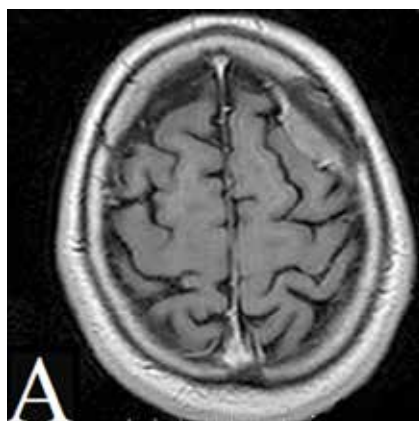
А: МРТ головного мозга от января 2015 г. перед проведением СРТ. Б: План облучения. В: МРТ-контроль через 2 месяца
